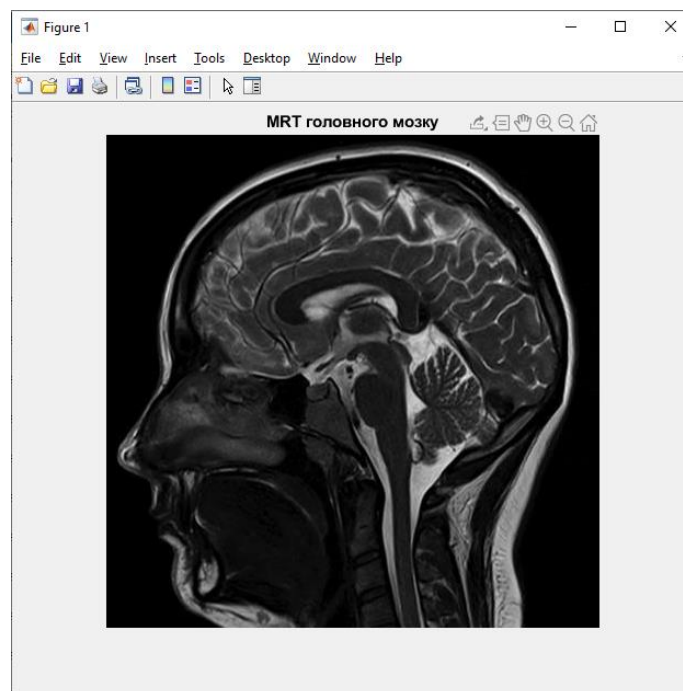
Зображення МРТ головного мозку
